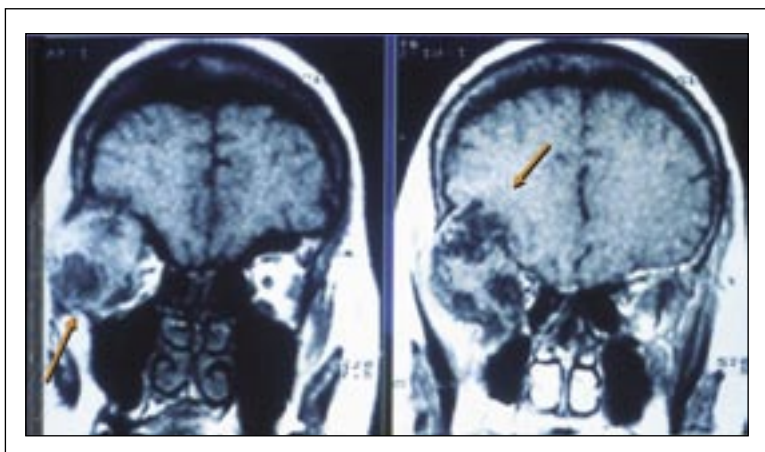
Саркома орбиты. МРТ: мягкотканное образование прорастает орбиту, распространяется в ткань мозга и разрушает прилежащие костные структуры.
